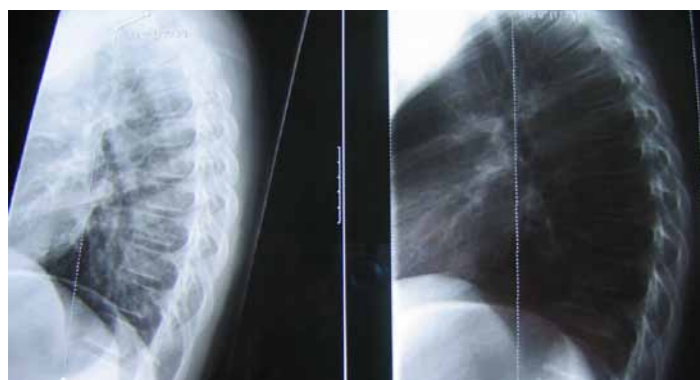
Onderzoek met plaatje van meisje liggend over wig en de röntgencorrecties
